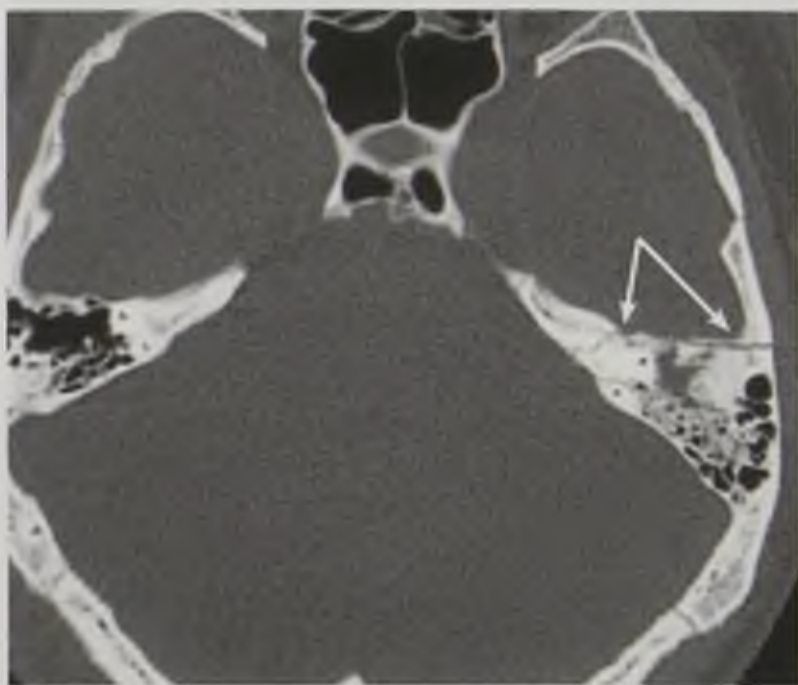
Компьютерная томограмма головного мозга в аксиальной плоскости и «костном окне». Поперечный перелом пирамиды левой височной кости с распространением вдоль передней грани пирамиды (стрелки)
